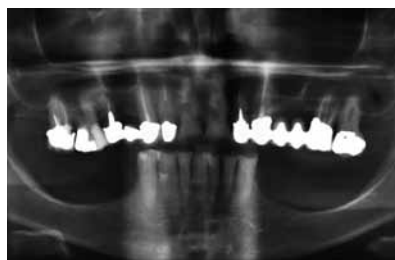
Radiografia preoperatoria che mostra la grave atrofia ossea bilaterale nella mandibola posteriore. Questa situazione rende impossibile una riabilitazione protesica con impianti dentali.
